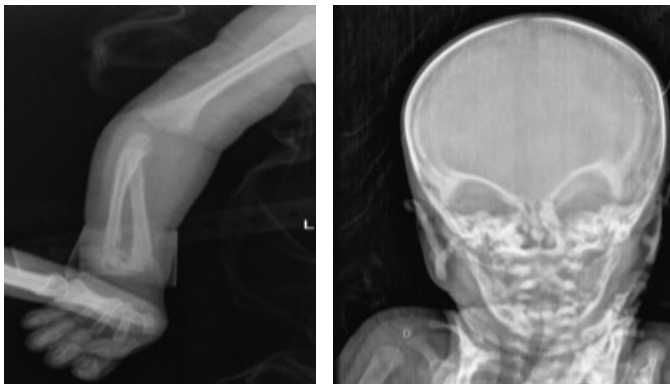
Radiografia do membro superior direito com reações periosteais no úmero e antebraço (A); imagem do crânio em anteroposterior sem alterações.
